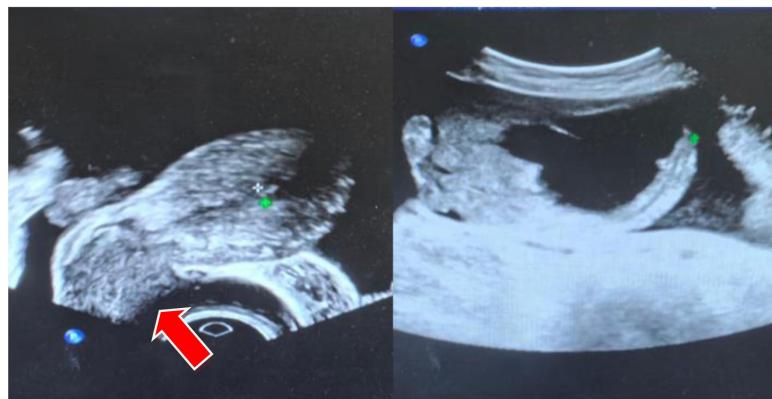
Gynecological ultrasound
